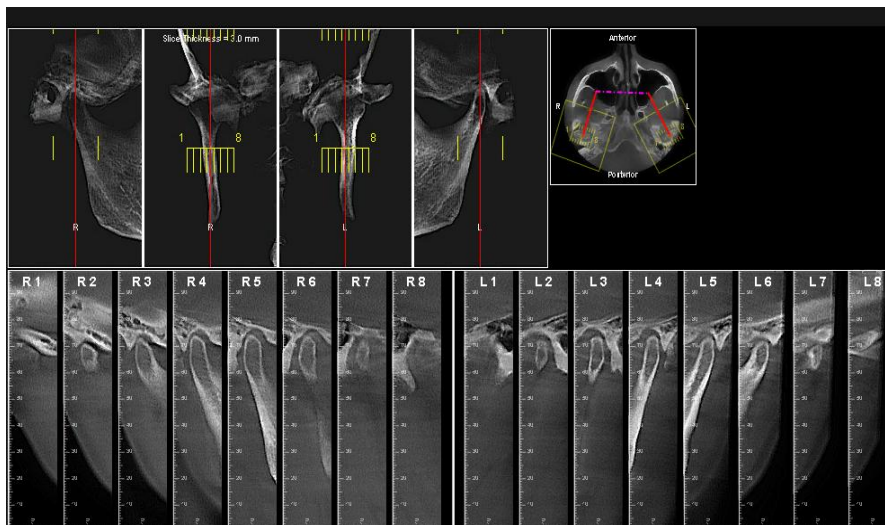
Срезы правого и левого ВНЧС на КТ пациента Л.
